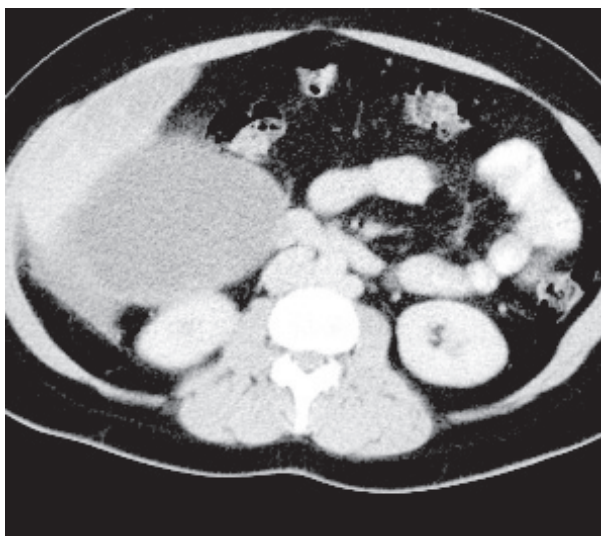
Tomografía axial computarizada. Tumoración quística ubicada por delante del riñón derecho, debajo del hígado, desplazando colon e intestino delgado hacia adelante
